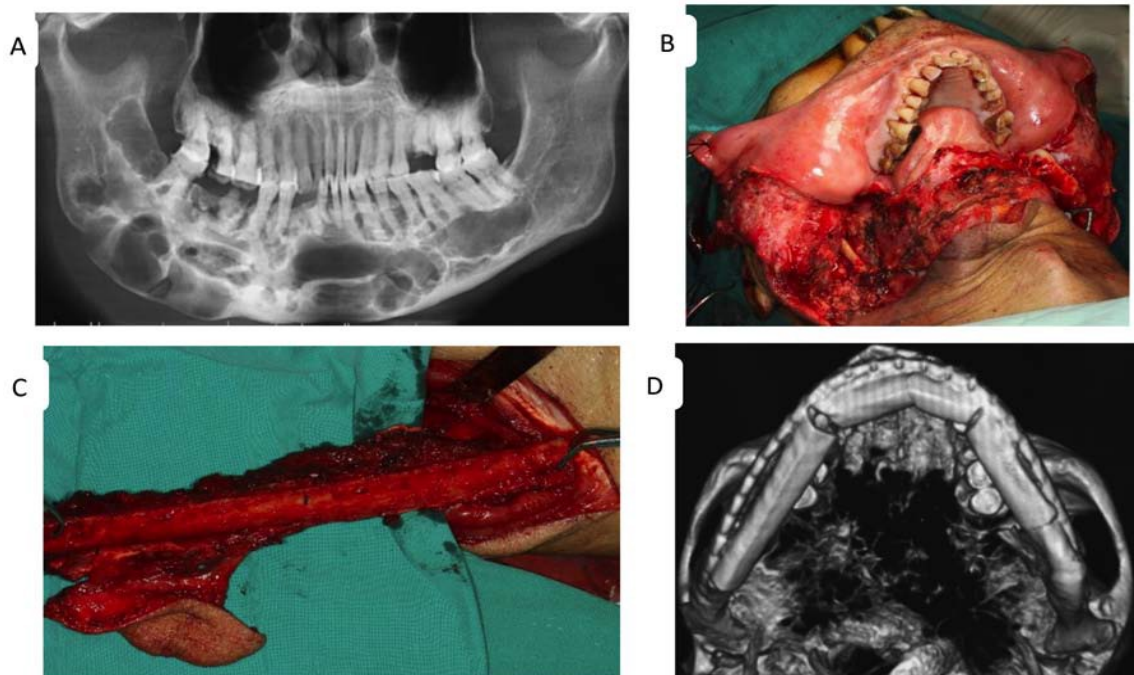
Ressecção cirúrgica de queratoquisto odontogénico. A - Ortopantomografia pré-operatória de uma grande lesão com múltiplas radiotransparências (desde o terceiro molar esquerdo ao ramo ascendente contralateral da mandíbula). B - Imagens intraoperatórias de uma mandibulectomia. C - Retalho do Perónio. D - Imagem da mandíbula reconstruída, adaptado de Fidele et al., 2019.
